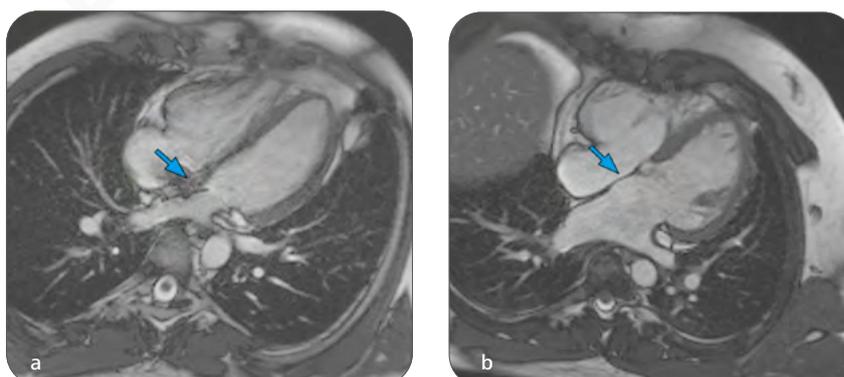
(a) MRT 4CH zeigt einen interventionellen Verschluss eines ASD mittels Amplatzer-Doppelschirmsystems (Pfeil, Artefakt). Thrombozytenaggregationshemmer bis zur kompletten Endothelialisierung sind notwendig. (b) MRT 4CH zeigt einen operativen Verschluss mit einem Perikard- oder Goretexpatch (Pfeil).
